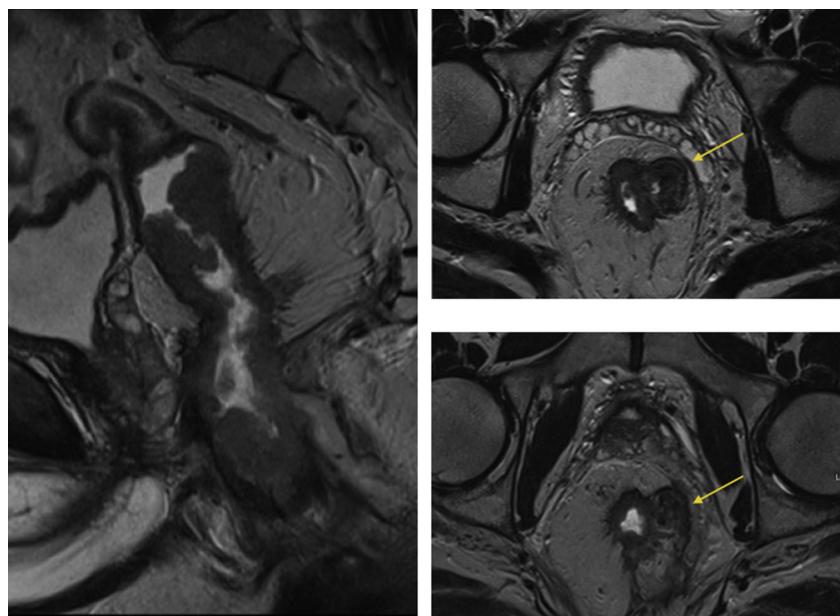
Resonancia nuclear pélvica donde se aprecian trayectos fistulosos y margen mesorrectal circunferencial afecto.
